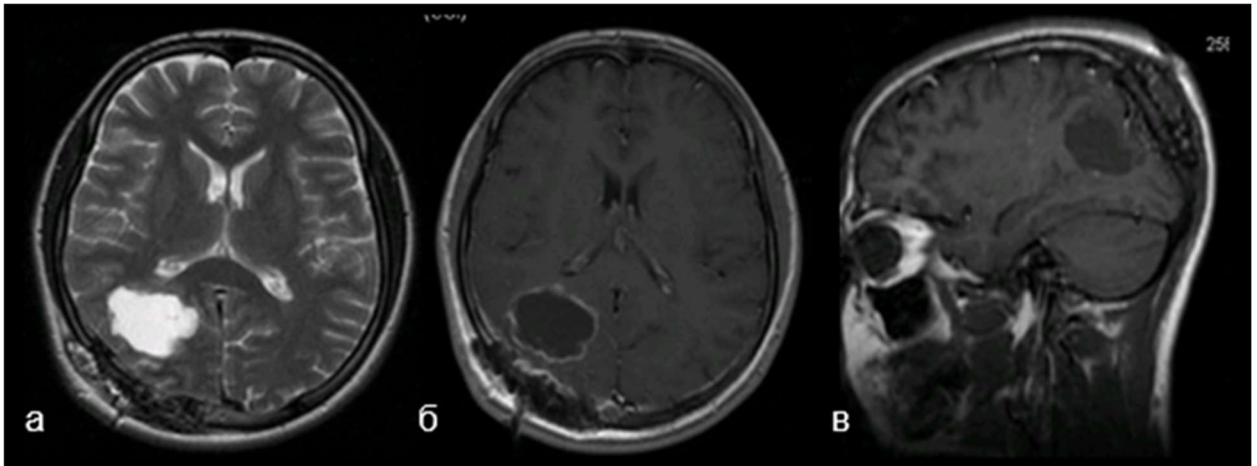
Пациентка К. 14 лет. Постоперационная МРТ с контрастным усилением. МРТ демонстрирует зону постоперационных кистозно-глиозных изменений с признаками тотального удаления опухоли. При контрастном усилении, отмечается реактивное контрастное усиление по границам ложа удаленной опухоли и в зоне костно-пластических изменений в правой теменной области (а, б, в)
